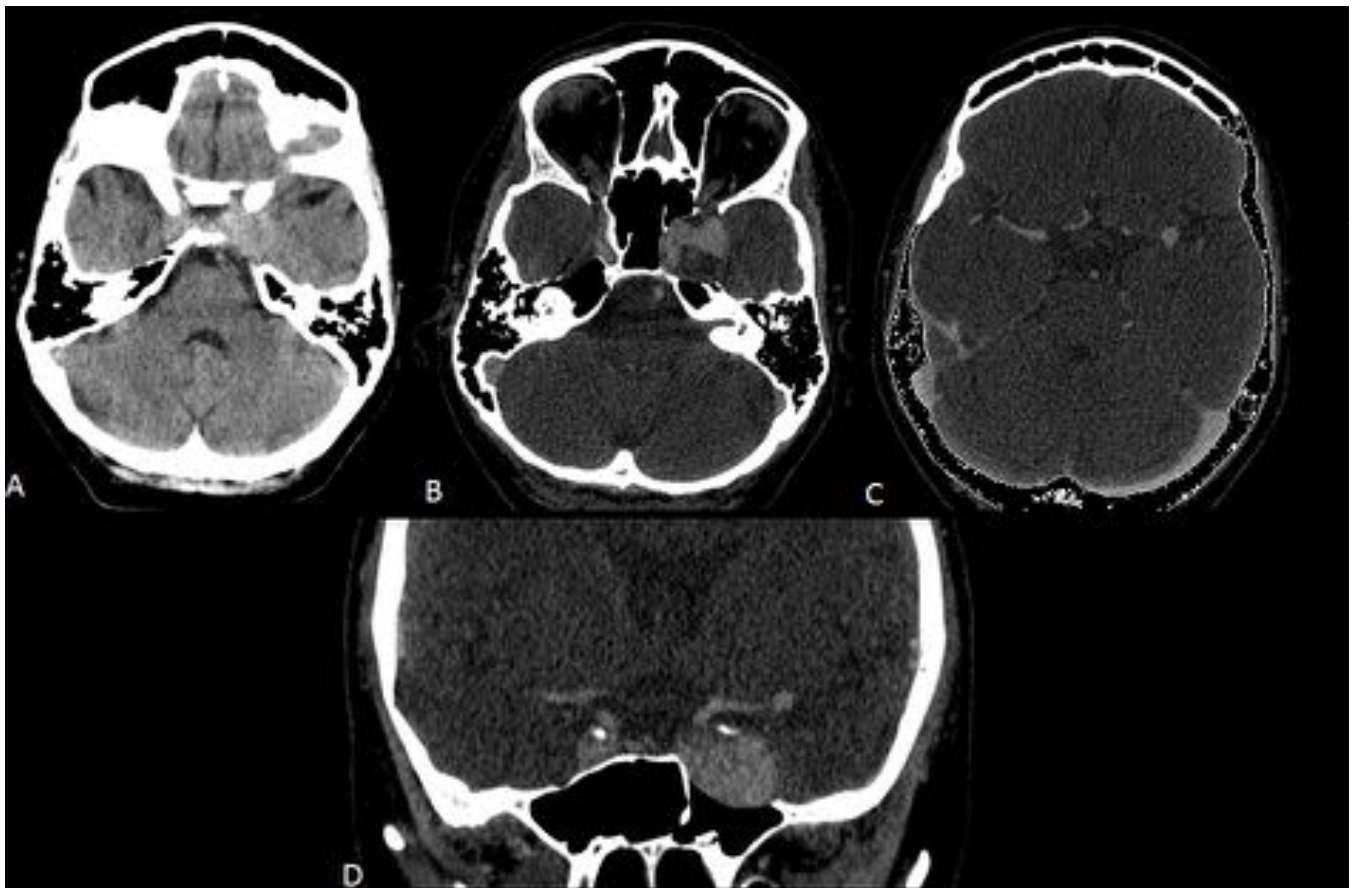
TC sin contraste (A) y con contraste intravenoso, cortes axiales (B y C) y corte coronal (D). Lesión redondeada de apariencia extraaxial localizada en seno cavernoso izquierdo de 25 x 22 x 22 mm heterogénea e hiperdensa en el estudio sin contraste y que muestra un realce intenso en su mitad anterior y superior tras la inyección del mismo. La porción infero-posterior de la lesión no realza. Hallazgos compatibles con aneurisma parcialmente trombosado.
